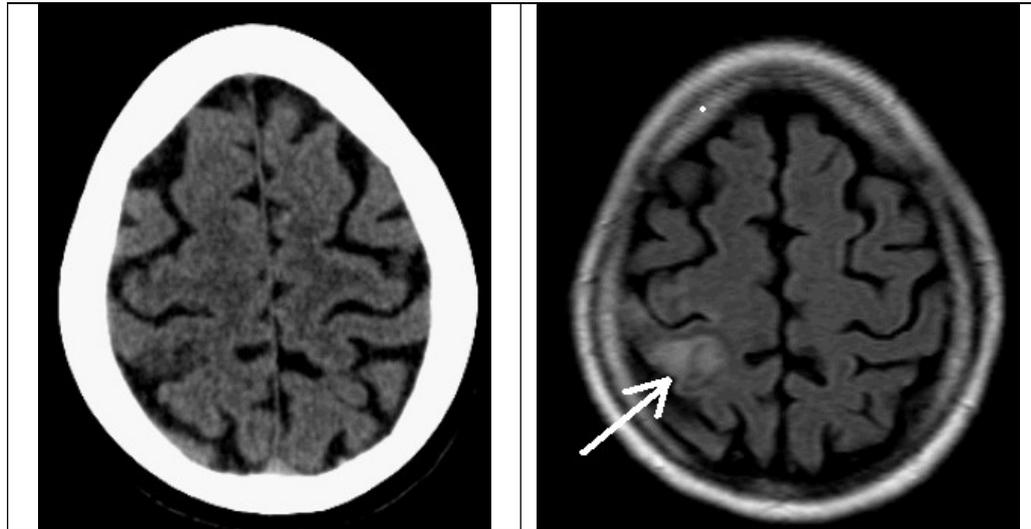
Computertomografische Aufnahme eines menschlichen Schädels¹²
